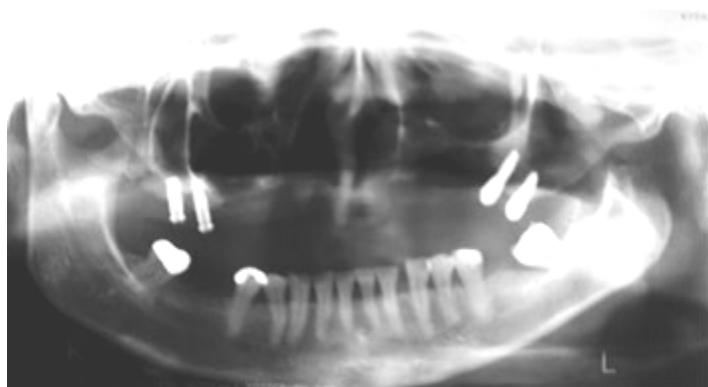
Radiographie panoramique après mise en place des implants (61)
